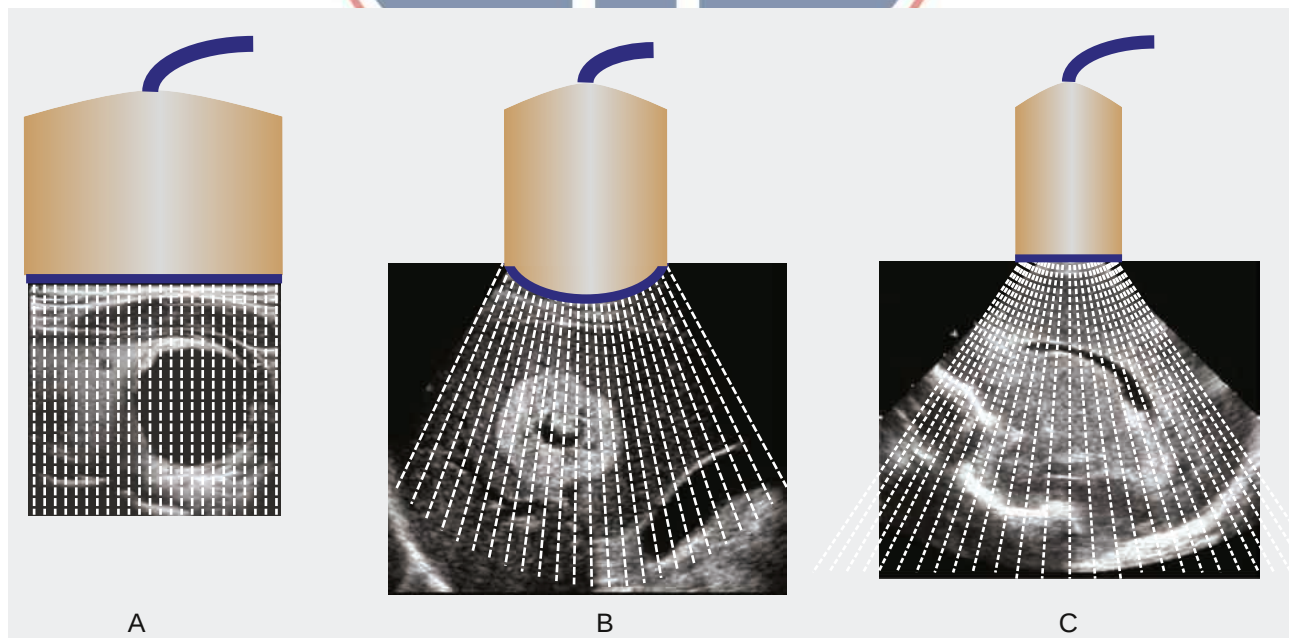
Transductores. (A) Transductor lineal. En un transductor de matriz lineal, los elementos individuales o grupos de elementos se disparan en secuencia. Esto genera una serie de haces de ultrasonidos paralelos, cada uno perpendicular a la cara del transductor. A medida que estos haces se desplazan por la cara del transductor, generan las líneas de visión que se combinan para formar la imagen final. Dependiendo del número de elementos transductores y de la secuencia en la que se disparan, se puede lograr el enfoque a determinadas profundidades de la superficie. (B) Transductor convexo. Una variante de la matriz lineal, la matriz curva utiliza elementos transductores dispuestos en arco, produciendo una imagen en forma de tarta. (C) Transductor en fase. Un transductor de matriz en fase produce un campo de visión sectorial disparando múltiples elementos transductores en una secuencia precisa para generar interferencias de frentes de onda acústicos que dirigen el haz. El haz de ultrasonidos resultante genera una serie de líneas de visión en ángulos variables de un lado a otro del transductor, produciendo un formato de imagen sectorial. Son útiles para la exploración en zonas de acceso limitado.
